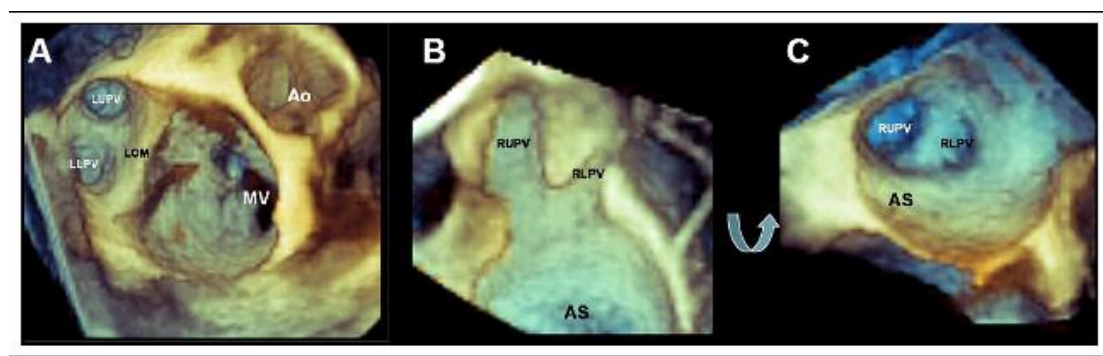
A 图为左上肺静脉(LUPV)和左下肺静脉(LLPV)的三维经食管超声心动图成像。轻微的角度回旋可使两静脉口同时显像。B 图和 C 图为右上肺静脉(RUPV)和右下肺静脉(RLPV)在长轴和短轴方向的三维经食管超声心动图成像。
